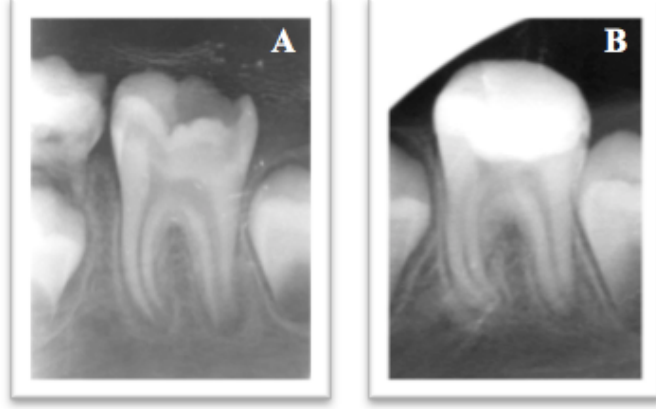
MTA grubunda tedavisi başarılı olan 36 nolu dişin başlangıç (A), 1. ay (B), 3. ay (C), 6. ay (D), 12. ay radyografisi (E)
